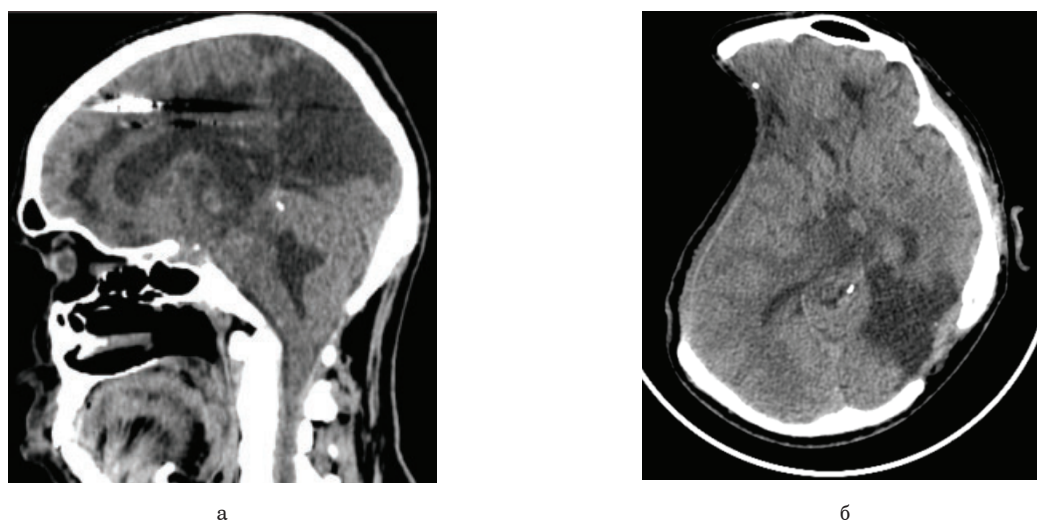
Отдаленные результаты КТ головного мозга: а – сагиттальная проекция со срезом через третий и четвертый желудочки головного мозга. Желудочки полностью санированы от крови; б – аксиальный срез, соответствующий раневому каналу
